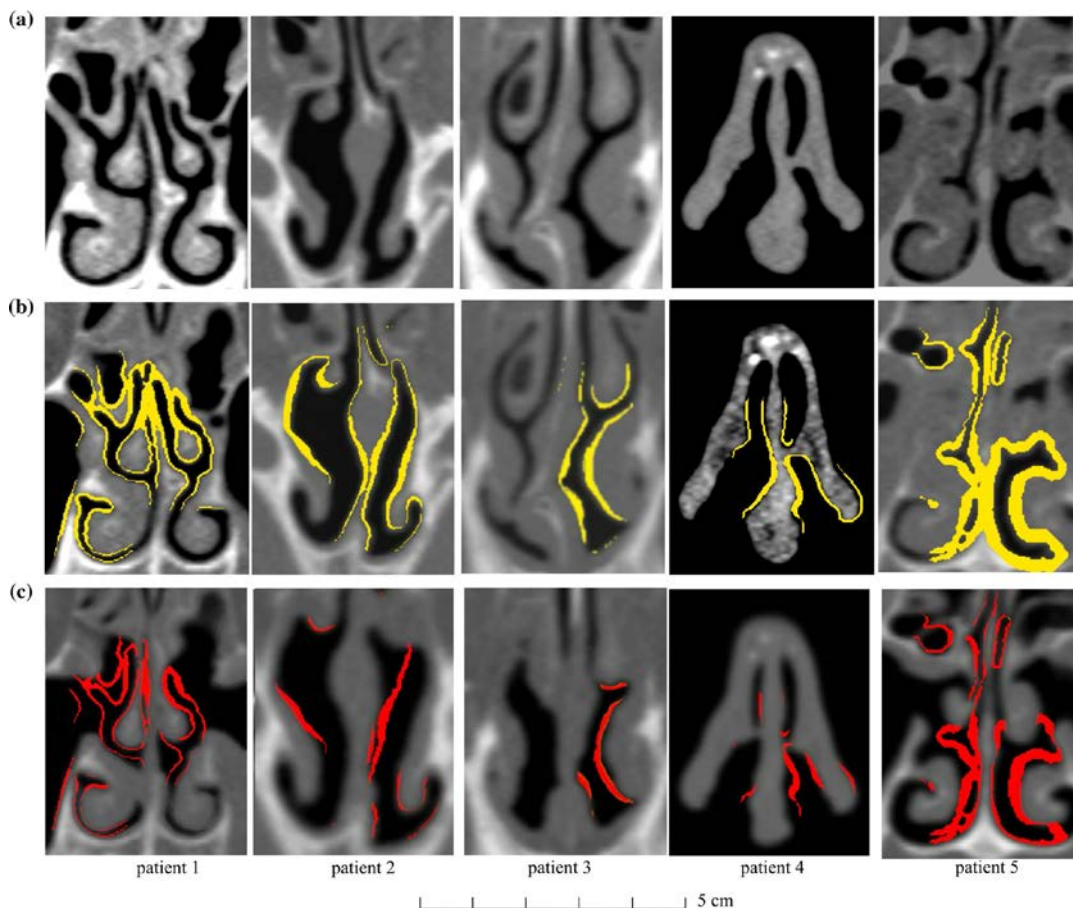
Koronale Schnitte des Nasenatemsraums a) Präoperativer CT Datensatz, b) Präoperativer CT Datensatz mit vorgeschlagenen Resektionsvolumen in gelb. c) Postoperativer CT Datensatz welcher zum präoperativen CT Datensatz registriert wurde. In rot wird das vorgeschlagene und resezierte Volumen gezeigt. Bild wurde genommen von [6].
